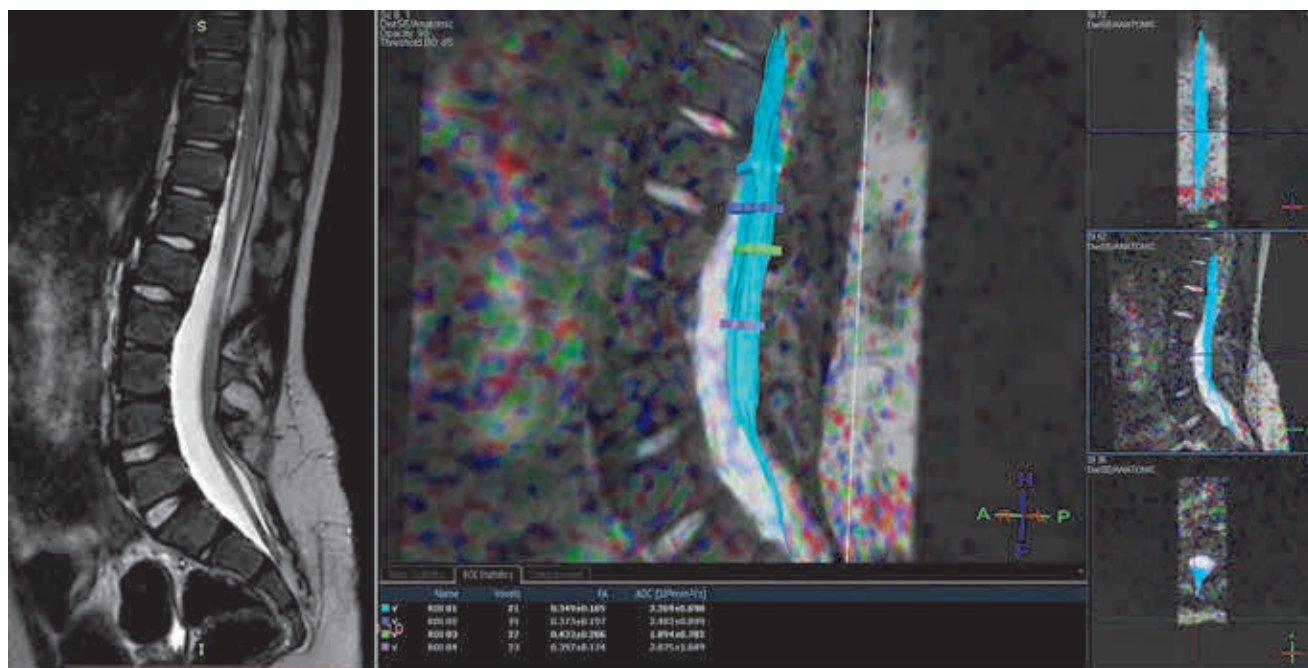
Девочка 5 лет, диагноз: липома конечной нити; МРТ, T2-ВИ и ДВИ-трактография.
